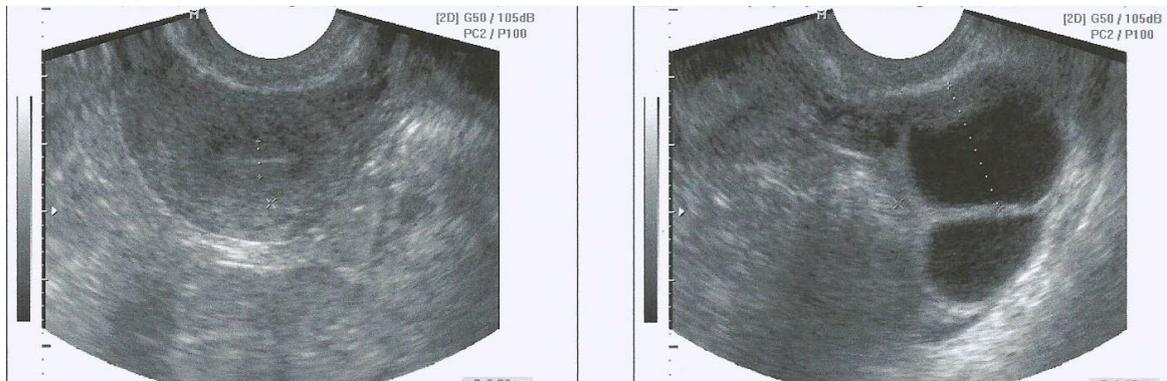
Ultrasonografía de la 1ª paciente previa a la aplicación del PRP-O3. USG A se observa la presencia de endometrio delgado y lineal. En la figura B se observan dos folículos preovulatorios.
